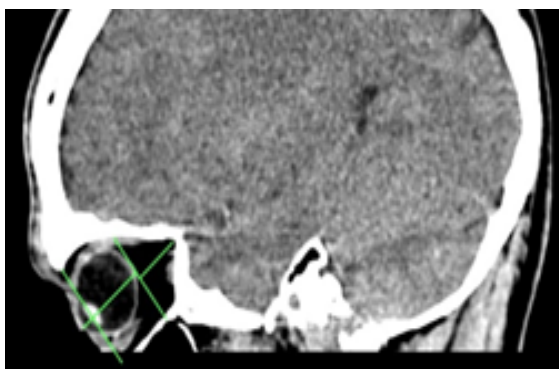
Компьютерная томография орбиты.
